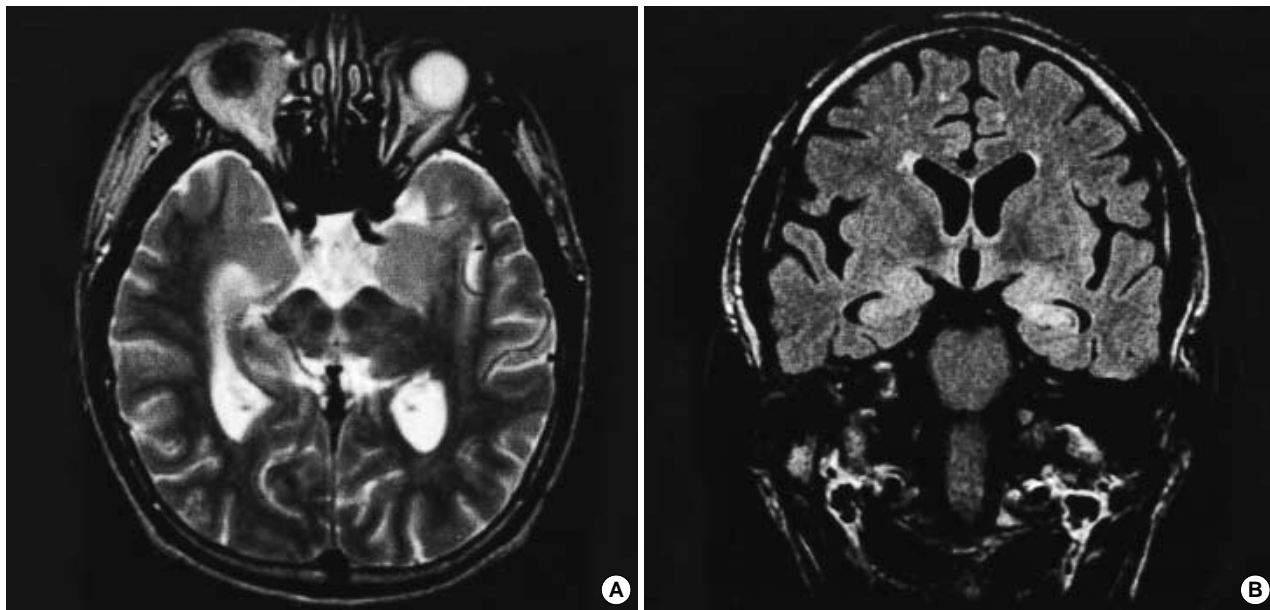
Brain MRI shows high signal intensities in bilateral hippocampus and amygdala on T2-weighted (A) and FLAIR images (B), more marked in left in left side than right.
